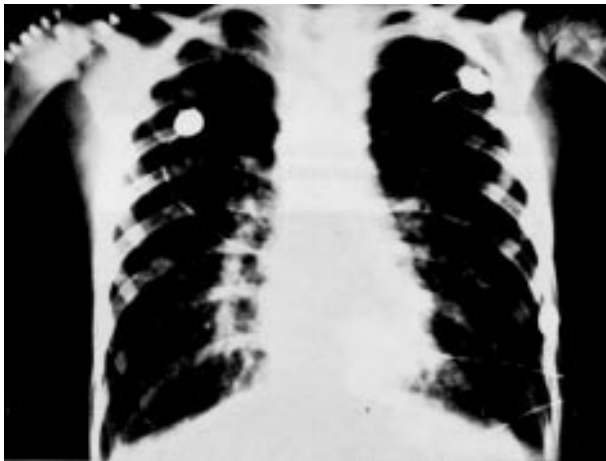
Radiografia antero-posterior do tórax após pericardiocentese — Observa-se a vasculatura saliente hilar, porém melhora de trama vascular no campo médio e externo, sem sinais de transudação.
